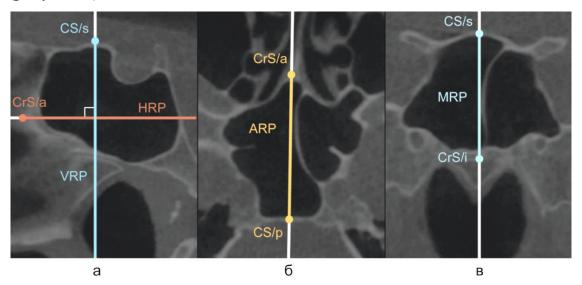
КЛК-томограммы в срединной сагиттальной (а), аксиальной (б) и корональной (в) проекциях
